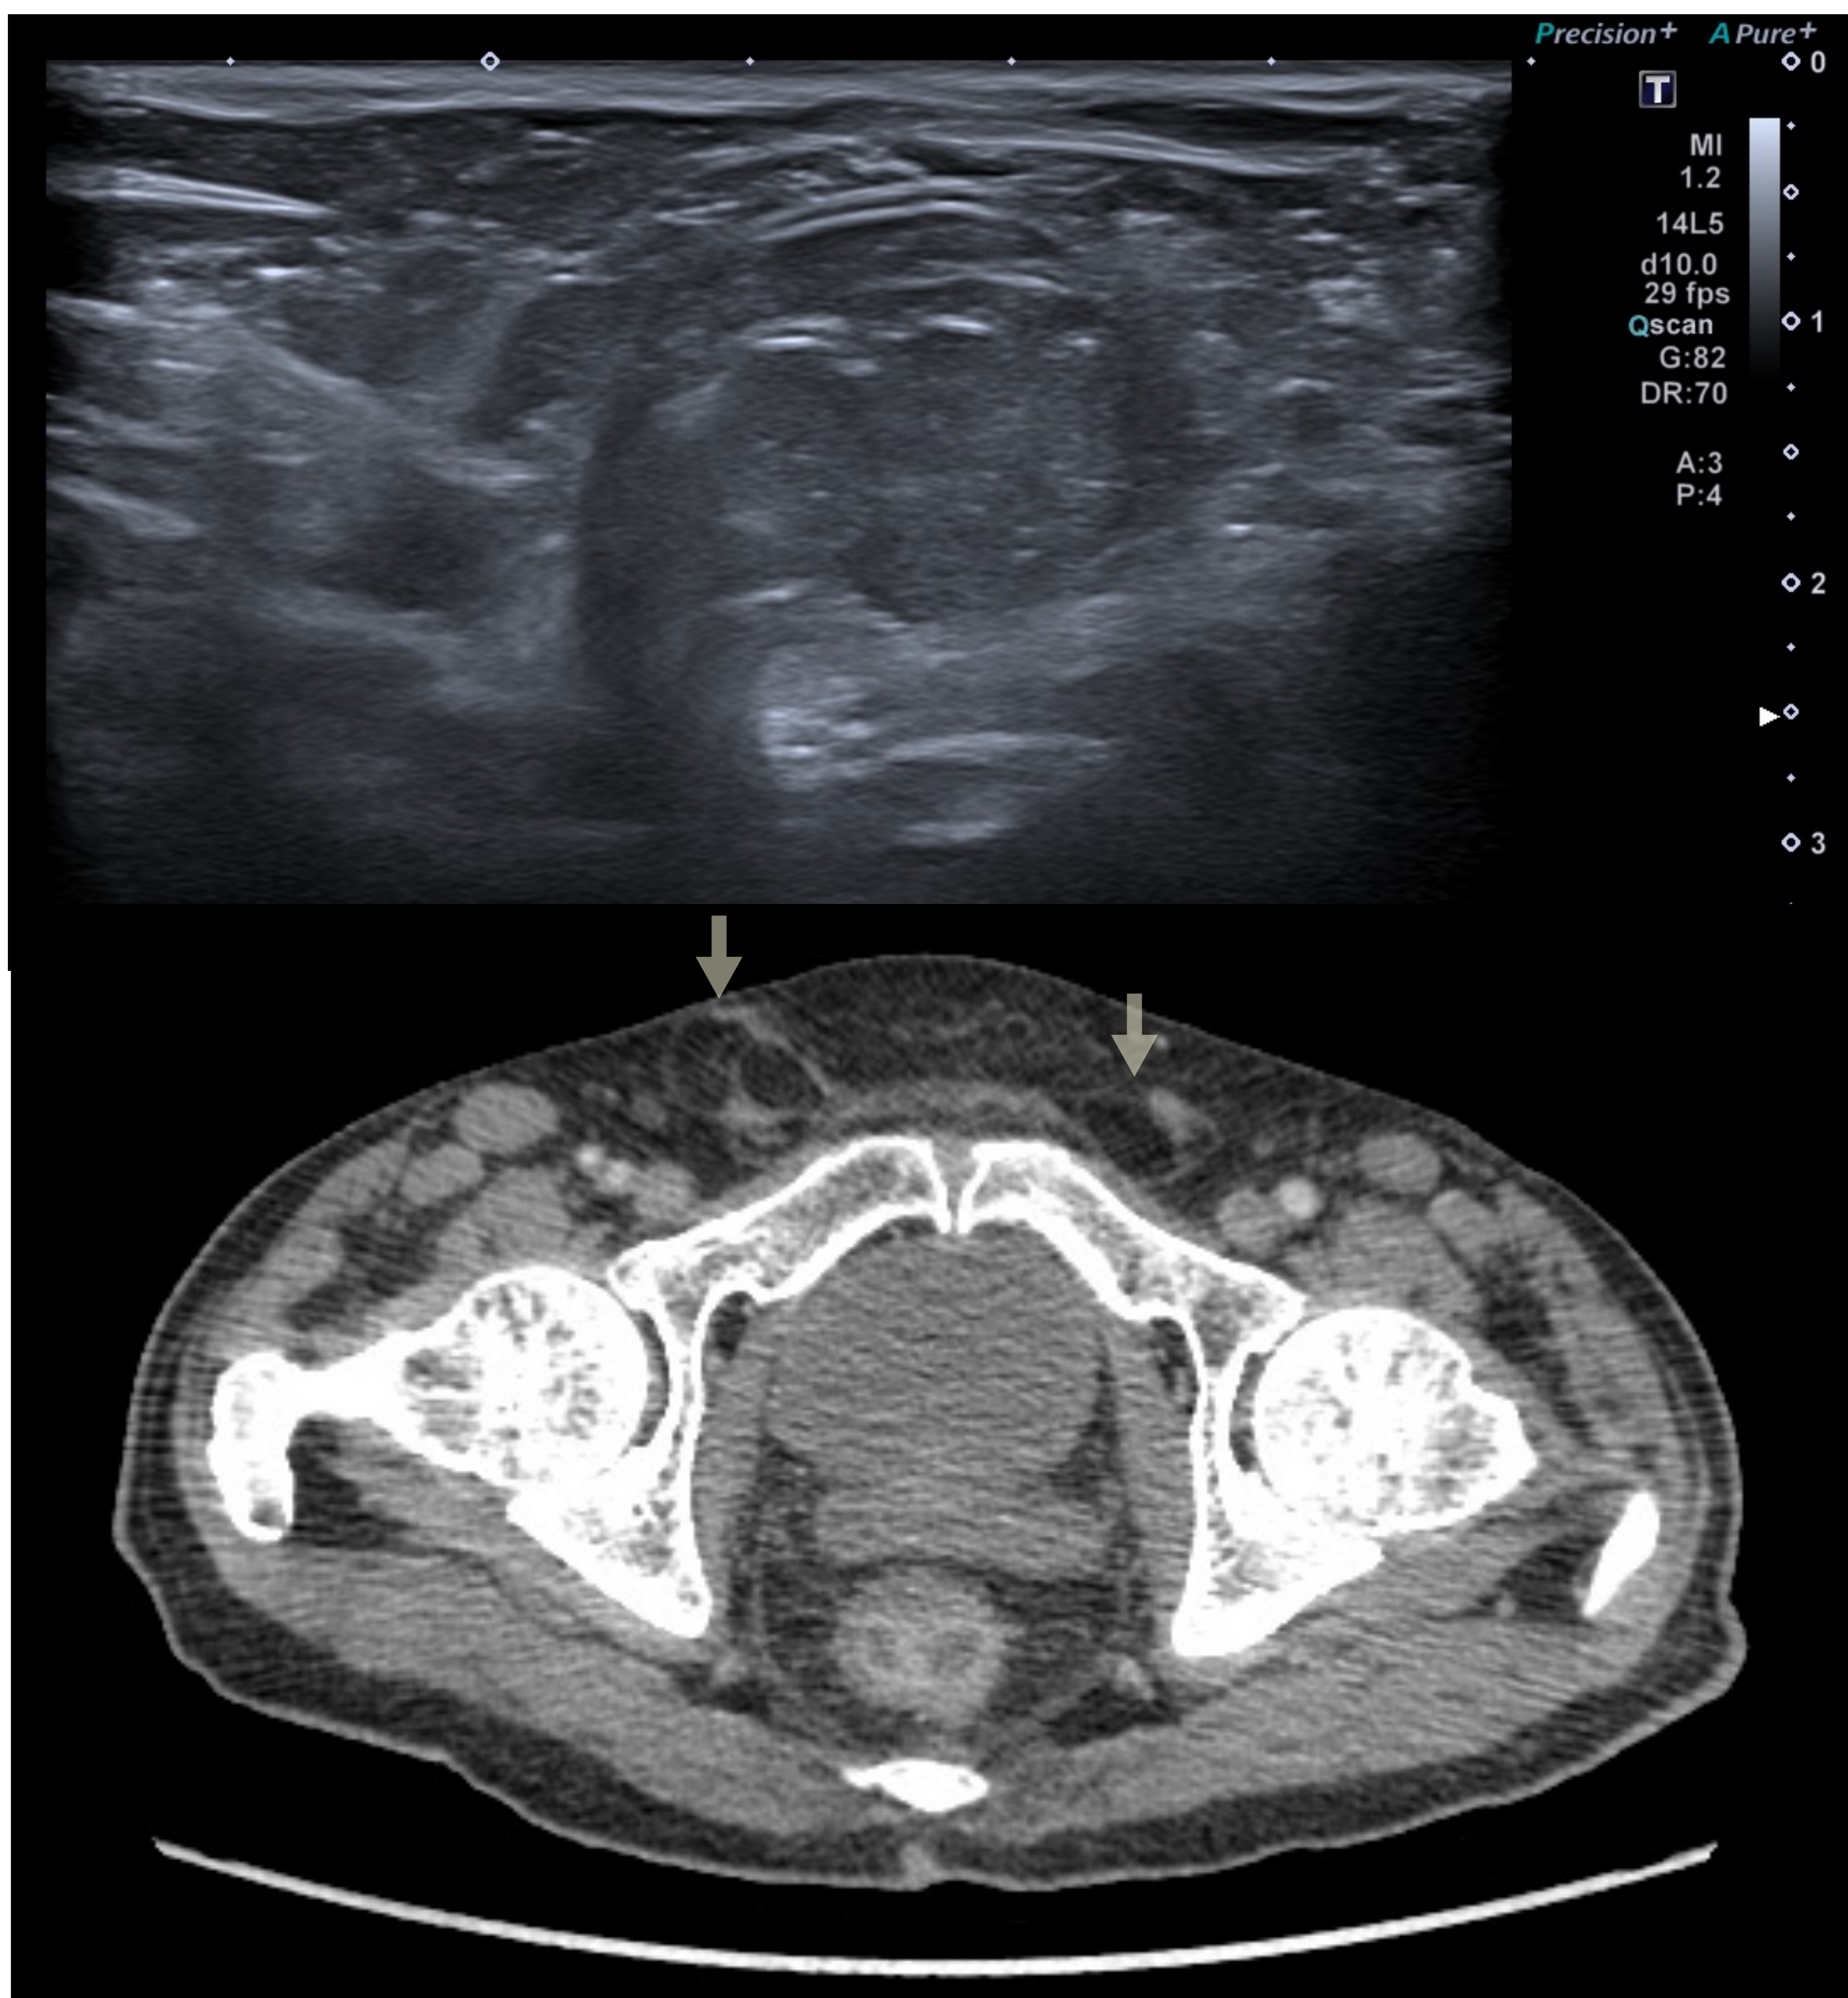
Ecografía inguinal. Hernia inguinal directa con contenido graso. Hospital Universitario Nuestra Señora de Candelaria.
